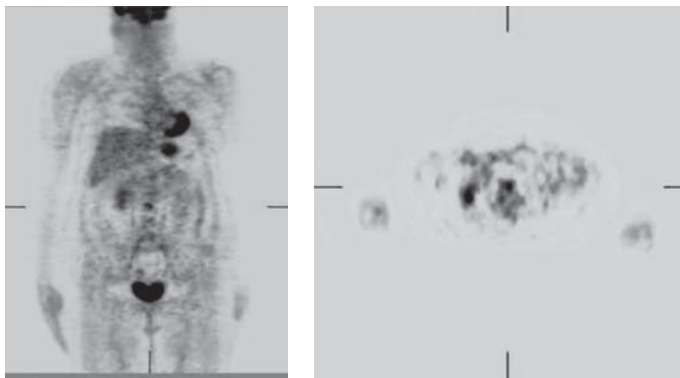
Мужчина 63л. с раком толстой кишки и диагностированной ишемической болезнью сердца с шунтированием коронарной артерии, ПЭТ с ^{18}F -ФДГ, показывает очаговое накопление ^{18}F -ФДГ в стенке брюшной аорты.
